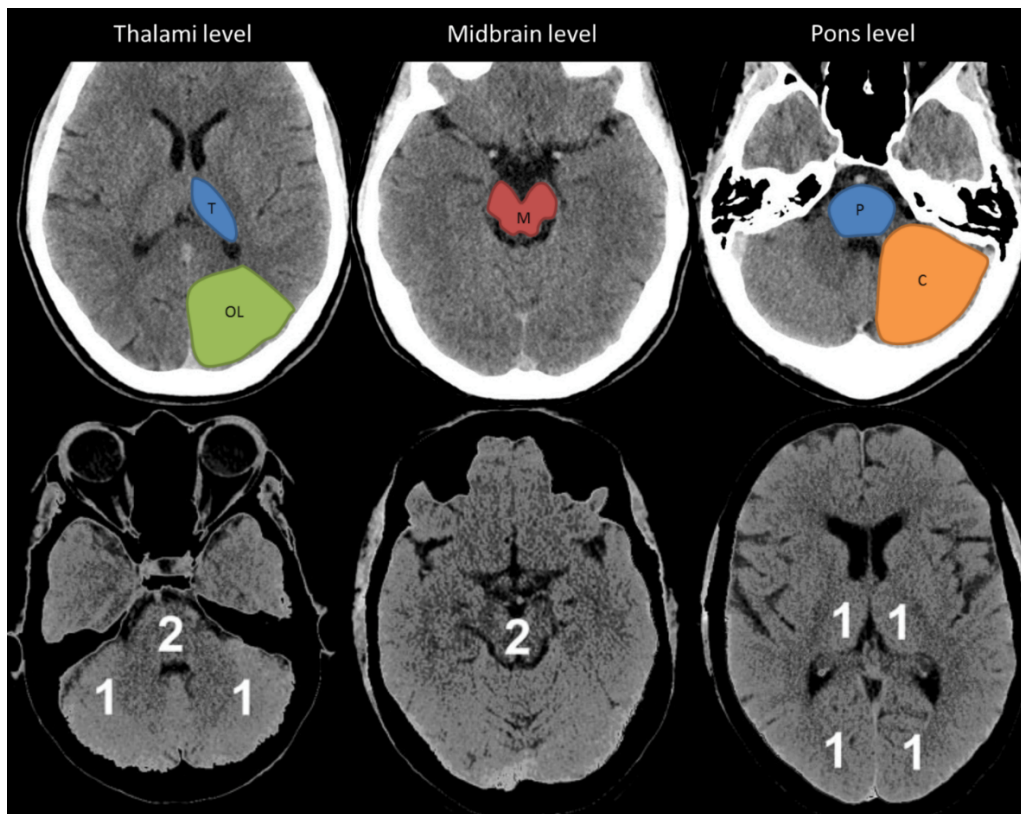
ASPECTS circulația posterioară
